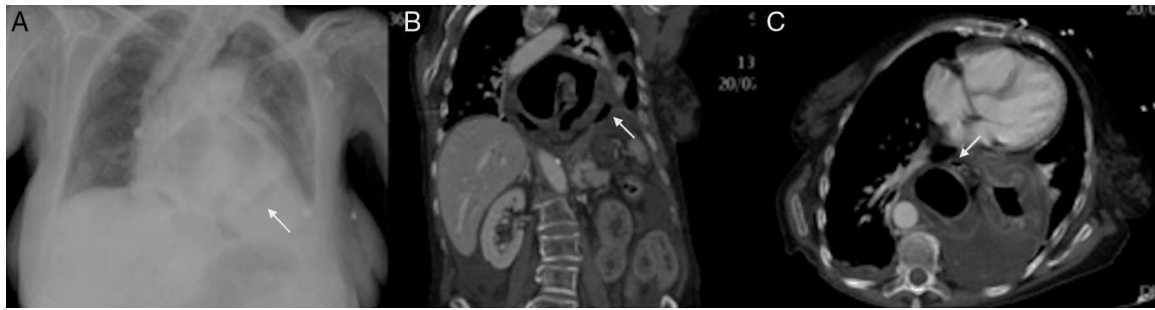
Radiografía tórax. A) Gran hernia hiatal con burbuja de aire paragástrico probablemente ectópico (flecha negra). Derrame pleural izquierdo. TC: en plano coronal (B) y axial (C): herniación gástrica paraesofágica con volvulación organoaxial. Disposición intratorácica del fundus y cuerpo con normal localización de la unión gastroduodenal. Las paredes gástricas herniadas presentan engrosamiento concéntrico por edema y escaso realce de contraste por sufrimiento isquémico. Existen múltiples burbujas de gas ectópicas (flecha blanca) y líquido en el saco herniario por perforación visceral.
